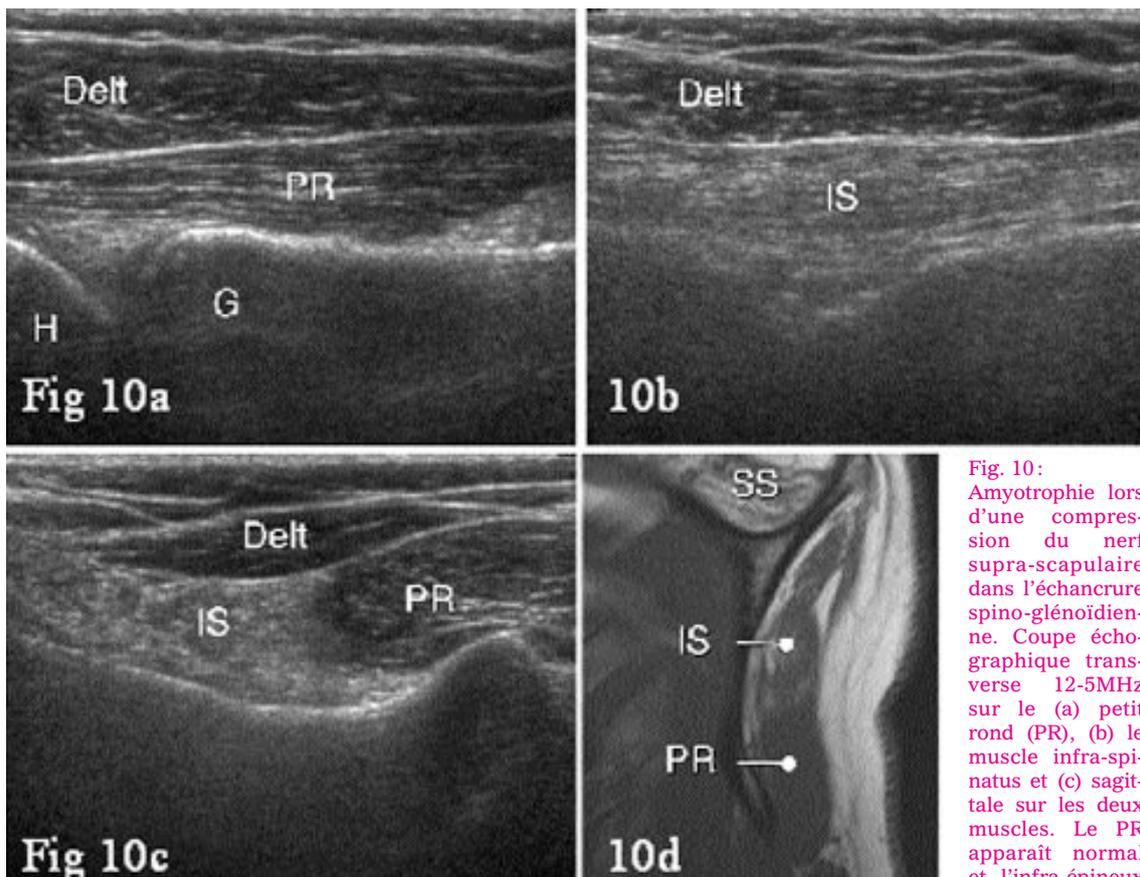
Amyotrophie lors d'une compression du nerf supra-scapulaire dans l'échancrure spino-glénoïdienne. Coupe échographique transverse 12-5MHz sur le (a) petit rond (PR), (b) le muscle infra-spinatus et (c) sagittale sur les deux muscles. Le PR apparaît normal et l'infra-épineux
